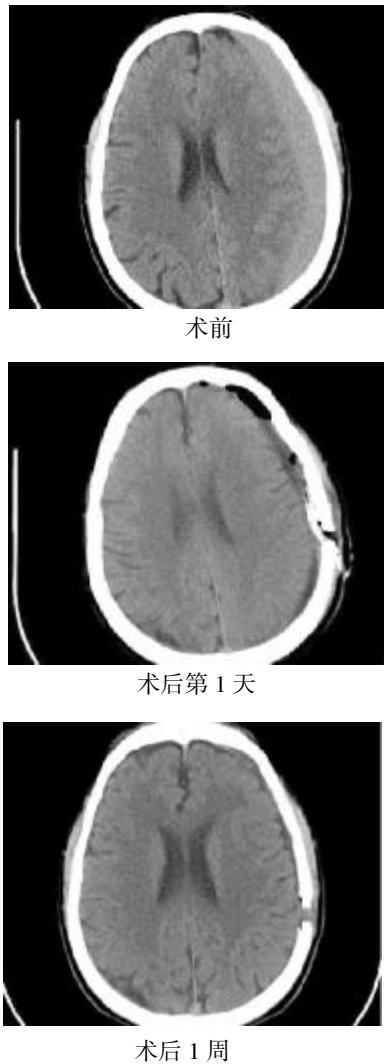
1 例左侧额颞顶慢性硬膜下血肿术前、术后第 1 天及术后 1 周 CT 片
